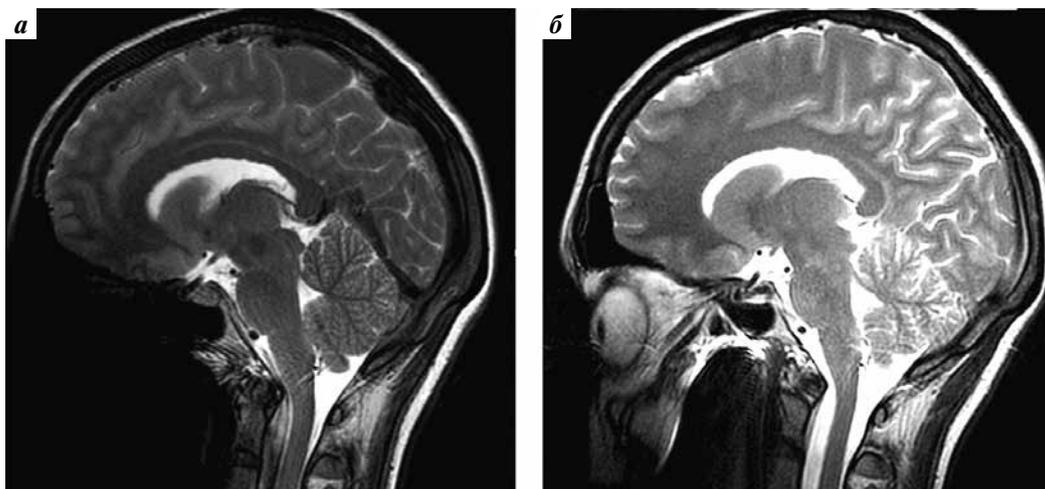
Магнитно-резонансные томограммы головного мозга (T2-взвешенные изображения в сагиттальной плоскости): а — от 04.08.2020 (присутствуют артефакты от брекет-системы); б — от 30.09.2019. См. пояснения в тексте
